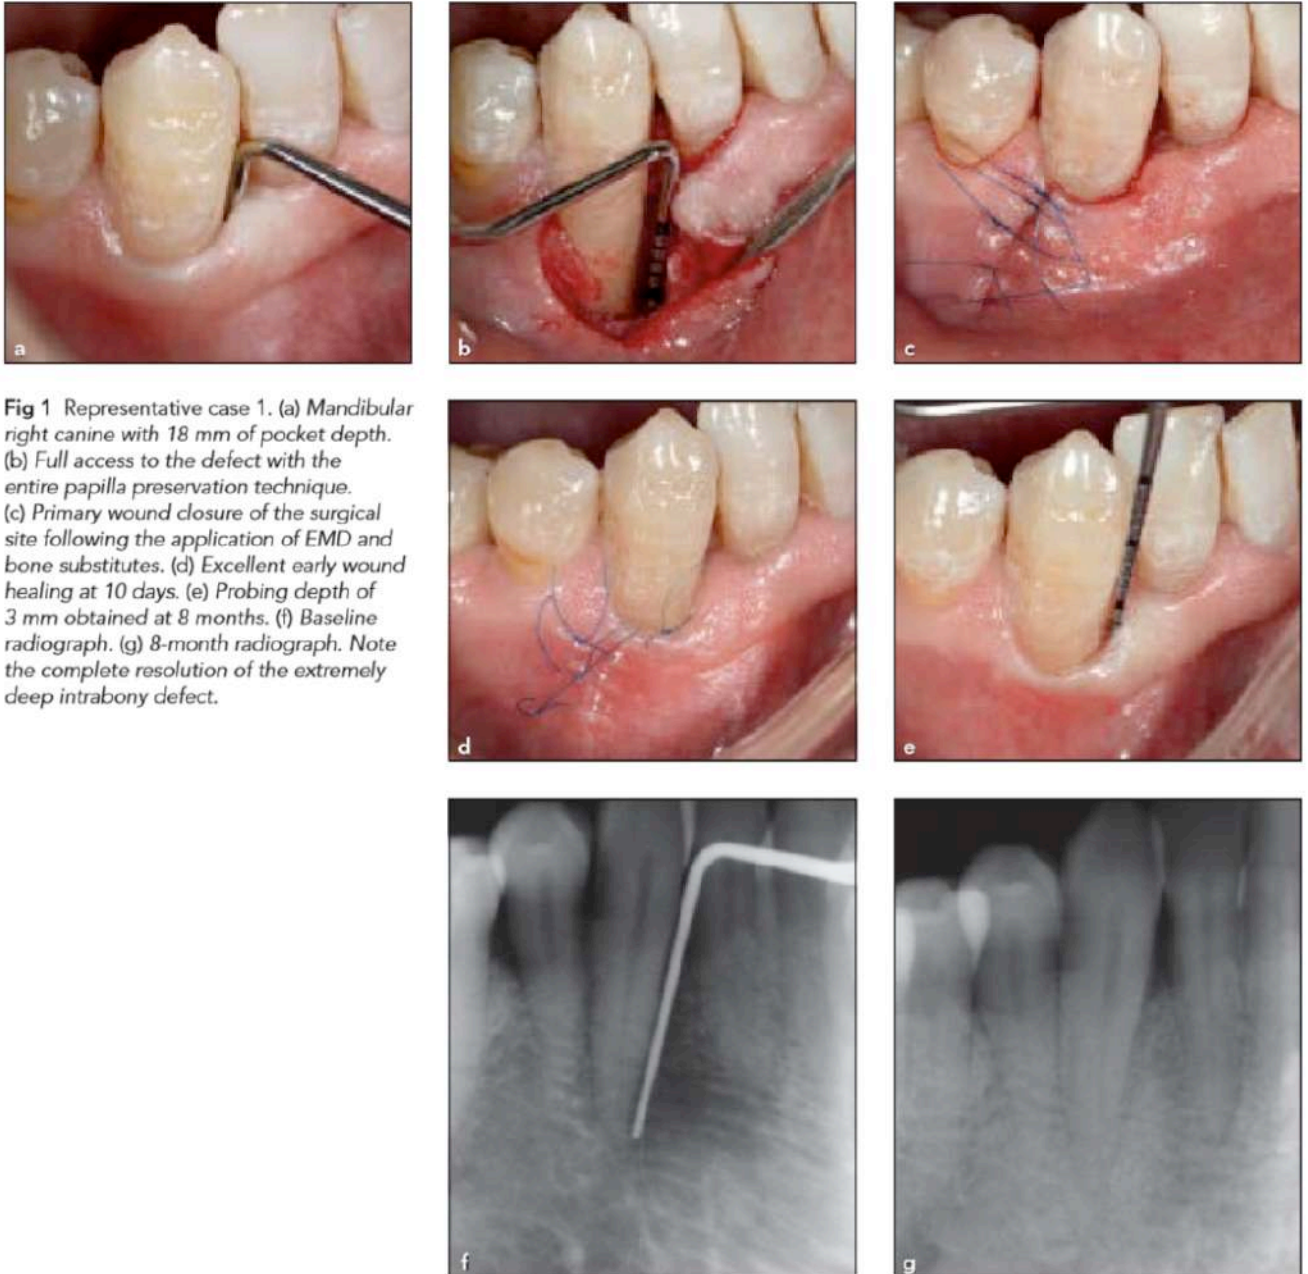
Representative case 1. (a) Mandibular right canine with 18 mm of pocket depth. (b) Full access to the defect with the entire papilla preservation technique. (c) Primary wound closure of the surgical site following the application of EMD and bone substitutes. (d) Excellent early wound healing at 10 days. (e) Probing depth of 3 mm obtained at 8 months. (f) Baseline radiograph. (g) 8-month radiograph. Note the complete resolution of the extremely deep intrabony defect.
